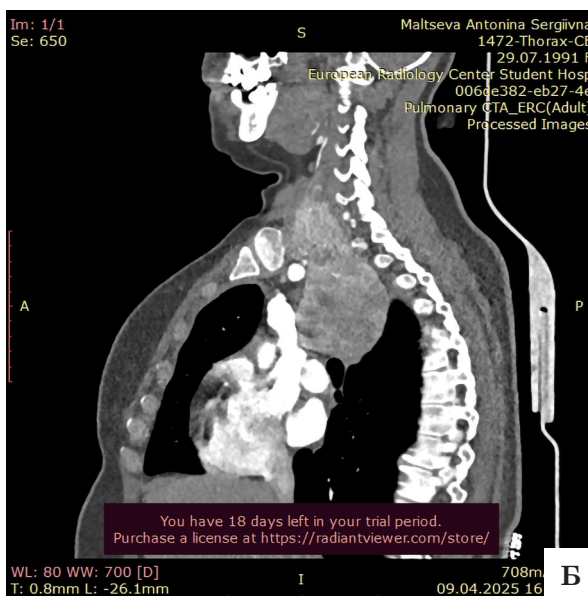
Дані МСКТ шії та ОГК з контрастуванням: наявність заградинного зобу розмірами 120×150 мм, який розповсюджується по середостінню справа до кореня правої легені.
